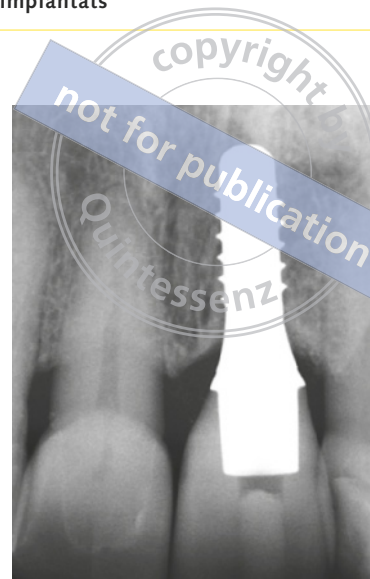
Abschlussröntgenbild nach Eingliederung der finalen Kronen (4 Monate nach prophetischer Versorgung mit Langzeitprovisorium).
